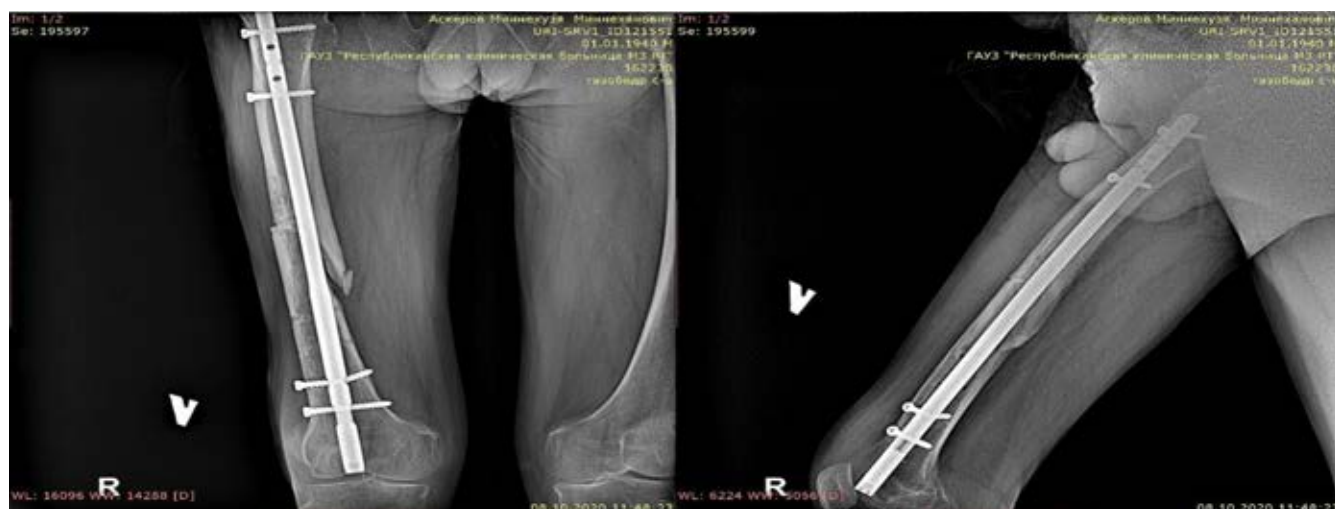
Рентгенограммы пациента А.: срастающийся перелом диафиза левой бедренной кости
